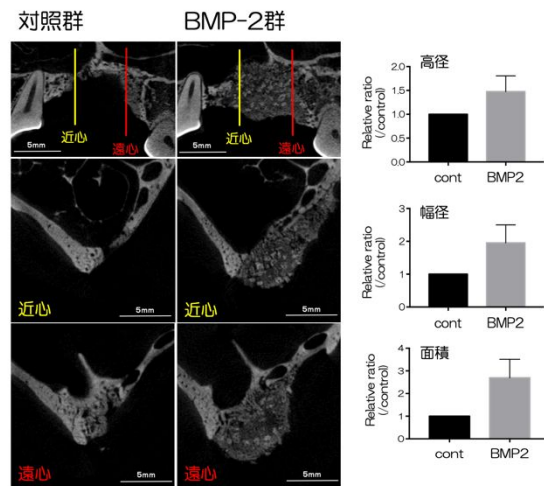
ソケットプリザベーション severe modelにおける移植4週後のmicro-CT解析および定量解析の結果を示す。
